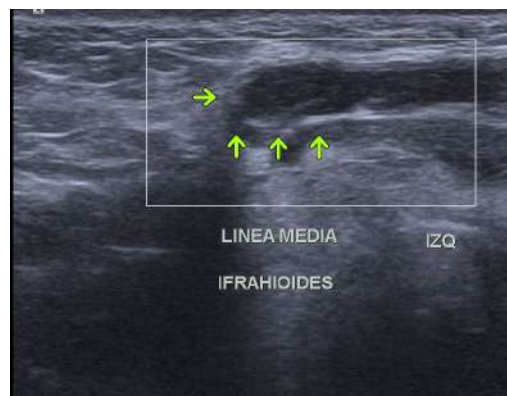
Ultrasonografía Doppler de cuello a los 4 meses de seguimiento. Se observa con lateralidad izquierda imagen ovalada, infrahiodea, anecoica de bordes lisos, definidos, sin ecos, ni tabiques en el interior, avascular al Doppler color.
